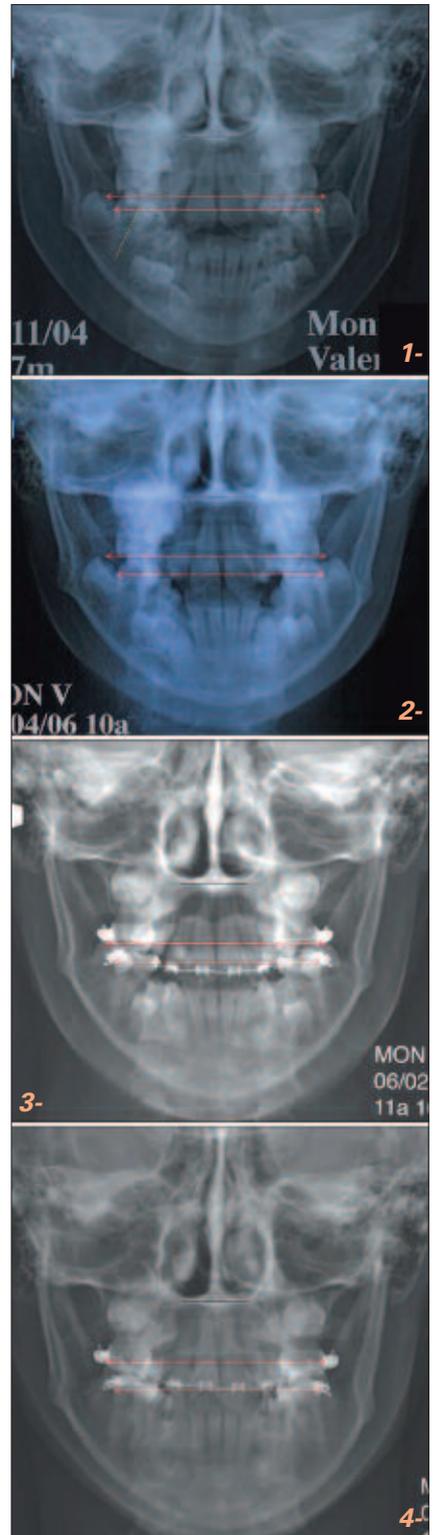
b. Téléradiographie de face 2 : après 6 mois de port de l'ELN seul.
